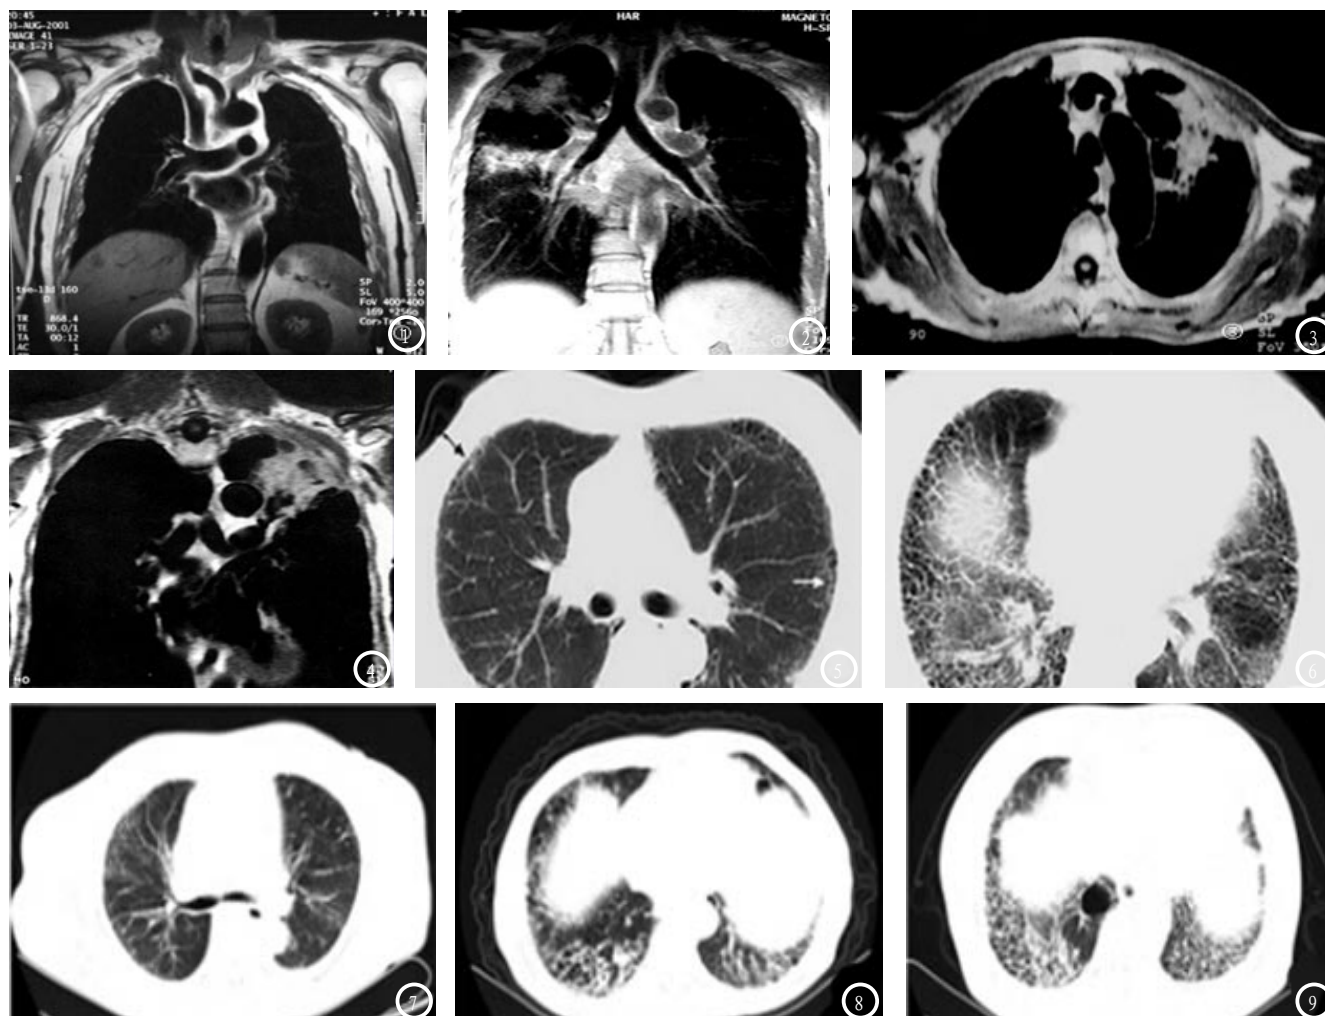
正常肺组织与纤维化肺组织MRI影像表现。图1为正常肺组织者胸轴位MRI影像图；图2为纤维化肺组织患者胸轴位MRI影像图，T1WI段中低信号，T2WI段信号较高。图3-4 纤维灶灶为主伴有慢性纤维空洞型肺结核患者MRI影像表现。图3为轴位图，T1WI短左上肺有条索状、片状高信号，内见小蜂窝低信号；图4为冠位图，在左肺尖区见空泡位。图5-6 肺纤维化患者高分辨率CT影像图。图5中黑色箭头指的是小叶间隔不规则增厚，白色箭头所指的是胸膜下10mm内与胸膜垂直平行的粗细不均线型阴影；图6为肺网状改变。图7-9 高分辨率CT影像对肺纤维化分度。图7为轻度肺纤维化，肺纹理增粗、胸膜下见条状或点状密度增高影，可见一些网状病变，偶尔伴有少许蜂窝肺；图8为中度肺纤维化，胸膜下蜂窝状明显；图9为重度肺纤维化，多发蜂窝肺，有肺大泡、胸腔积液、胸膜增厚，多伴有斑片状密度增高区。
